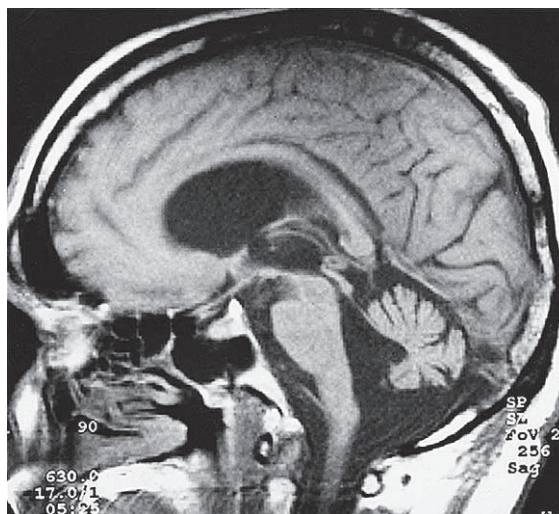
Atrofia cerebelosa cortical familiar. Imagen T1 de MRI en el plano sagital que muestra atrofia marcada del vermis y aumento notable del cuarto ventrículo. El tallo cerebral sólo está ligeramente atrofiado. Compárese con la figura 39-8, donde se observa atrofia de cerebelo y puente.
